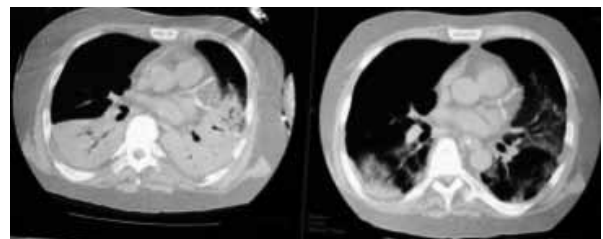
APRVによるリクルートメント前後の胸部CT像の変化
